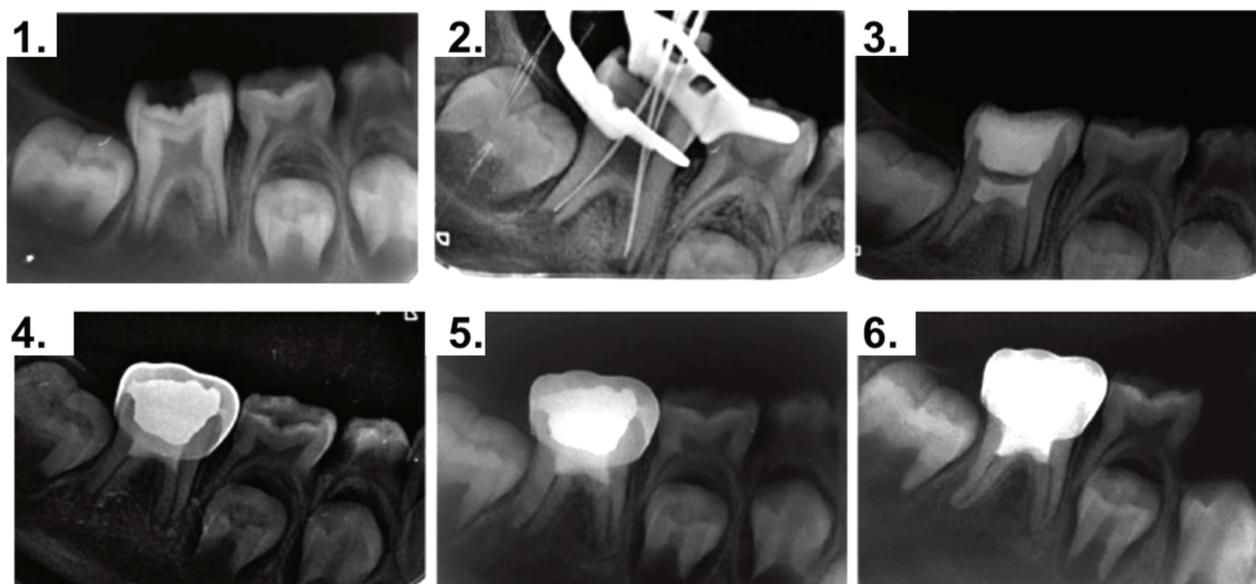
radiographies du cas clinique n°5 (23)
